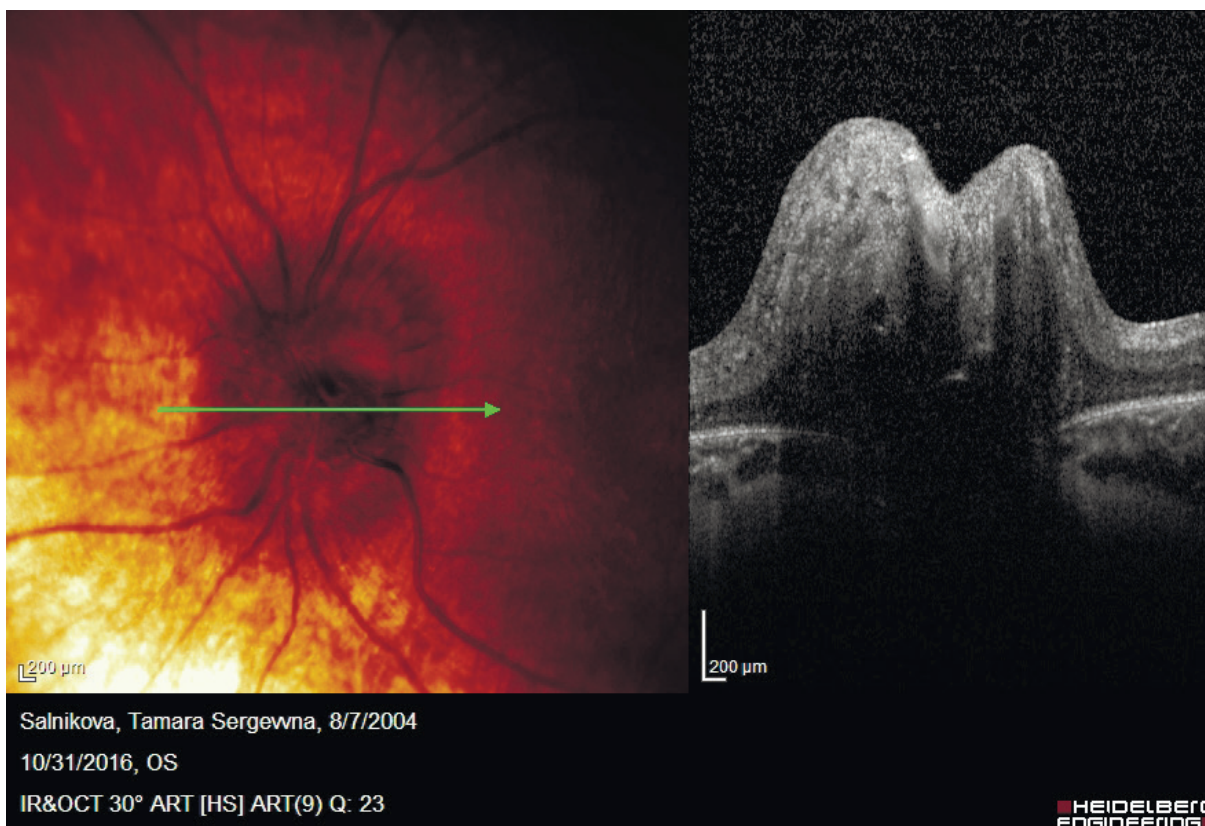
Томограмма пациента с застойным ДЗН
